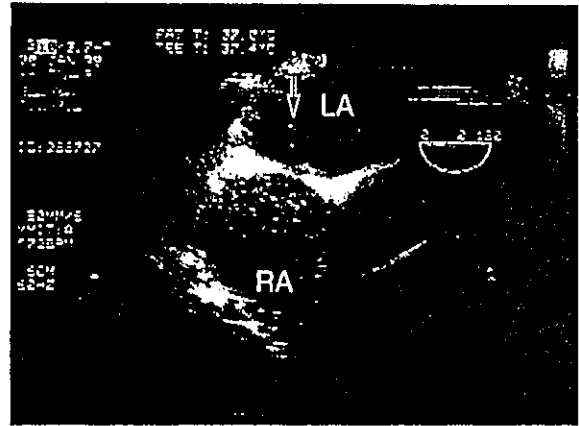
19 卵円孔開存による奇異性脳塞栓症の経食道コントラスト心エコー図
